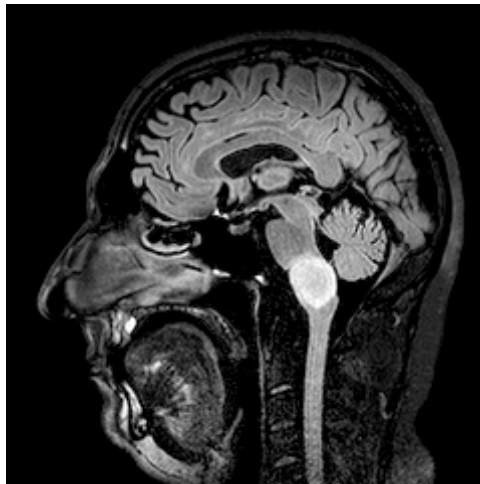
RMN craneal de uno de los pacientes incluidos en nuestro estudio. Sospecha de glioma focal que afecta al bulbo raquídeo.
